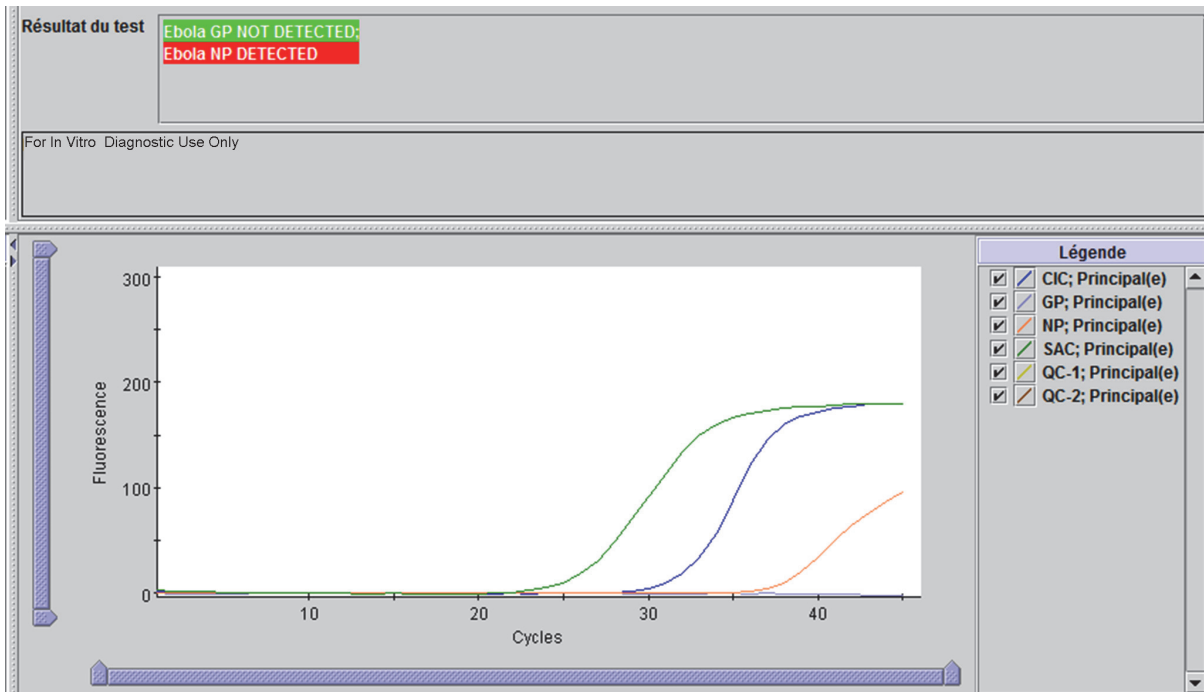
Ebola GP NOT DETECTED (GP Ebola NON DÉTÉCTÉE), Ebola NP DETECTED (NP Ebola DÉTÉCTÉE)
